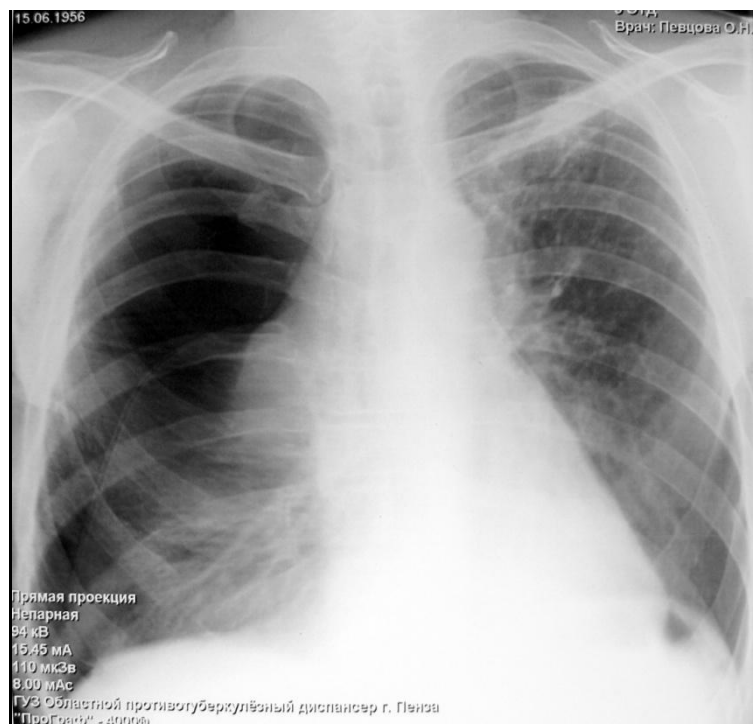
Обзорная рентгенограмма легких пациента Д. в 1-е сутки после видеоторакокаустики. Правое легкое коллабировано более чем на 1/3 объема плевральной полости.
